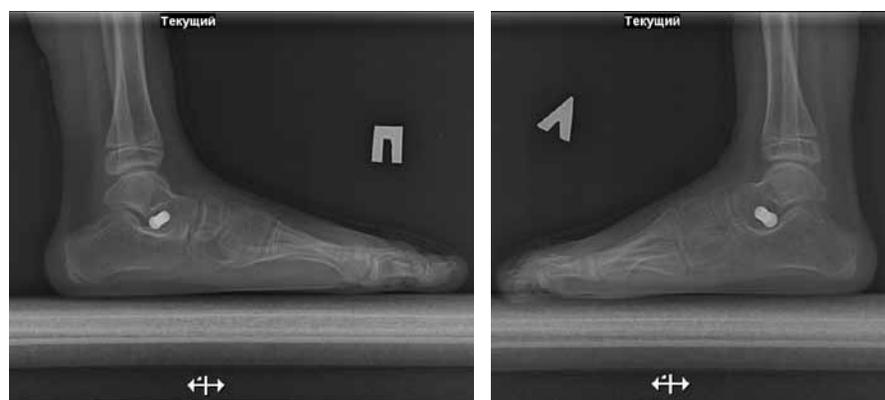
Рентгенограммы стоп под нагрузкой через 2 года 6 мес. после операции (боковые проекции)
